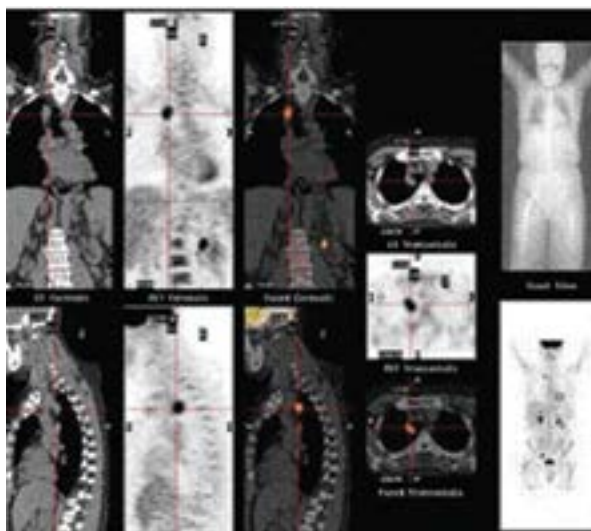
Композитні зображення ПЕТ/КТ, що демонструють ураження правої верхньої легеневої частки з помітним поглинанням індикатора (*лерехрест*), підозрілим на злоякісне новоутворення легень. Гістологія видаленого ураження показує запальну псевдопухлину легень [15]
